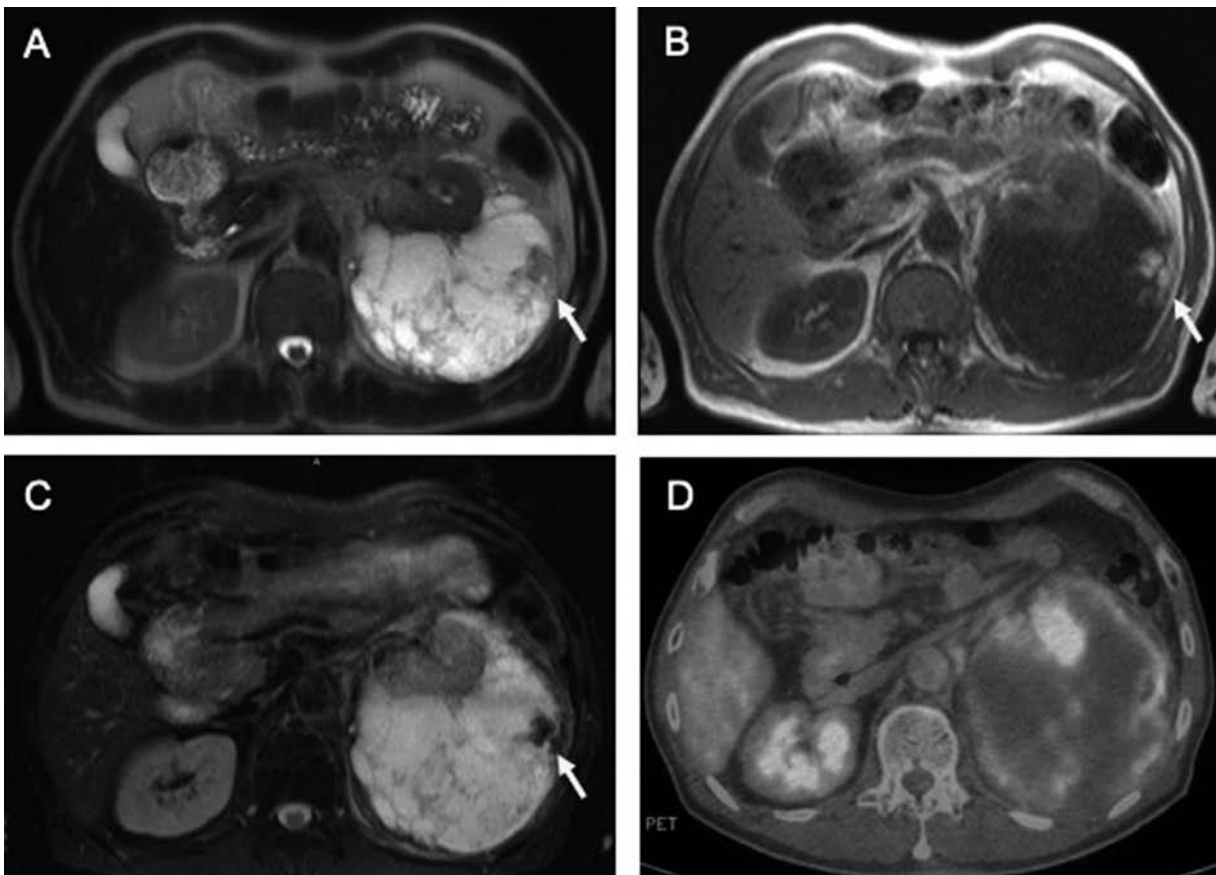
Abdominal MRI showing a large multilocular cystic mass in the left kidney. (A) T1-weighted, (B) T2-weighted, and (C) fat-suppressed T1-weighted images. Arrows indicate fatty tissue. (D) ^{18}F -fluorodeoxyglucose positron emission tomography (^{18}F -FDG PET) image showing increased FDG uptake in the septum and the margin.
